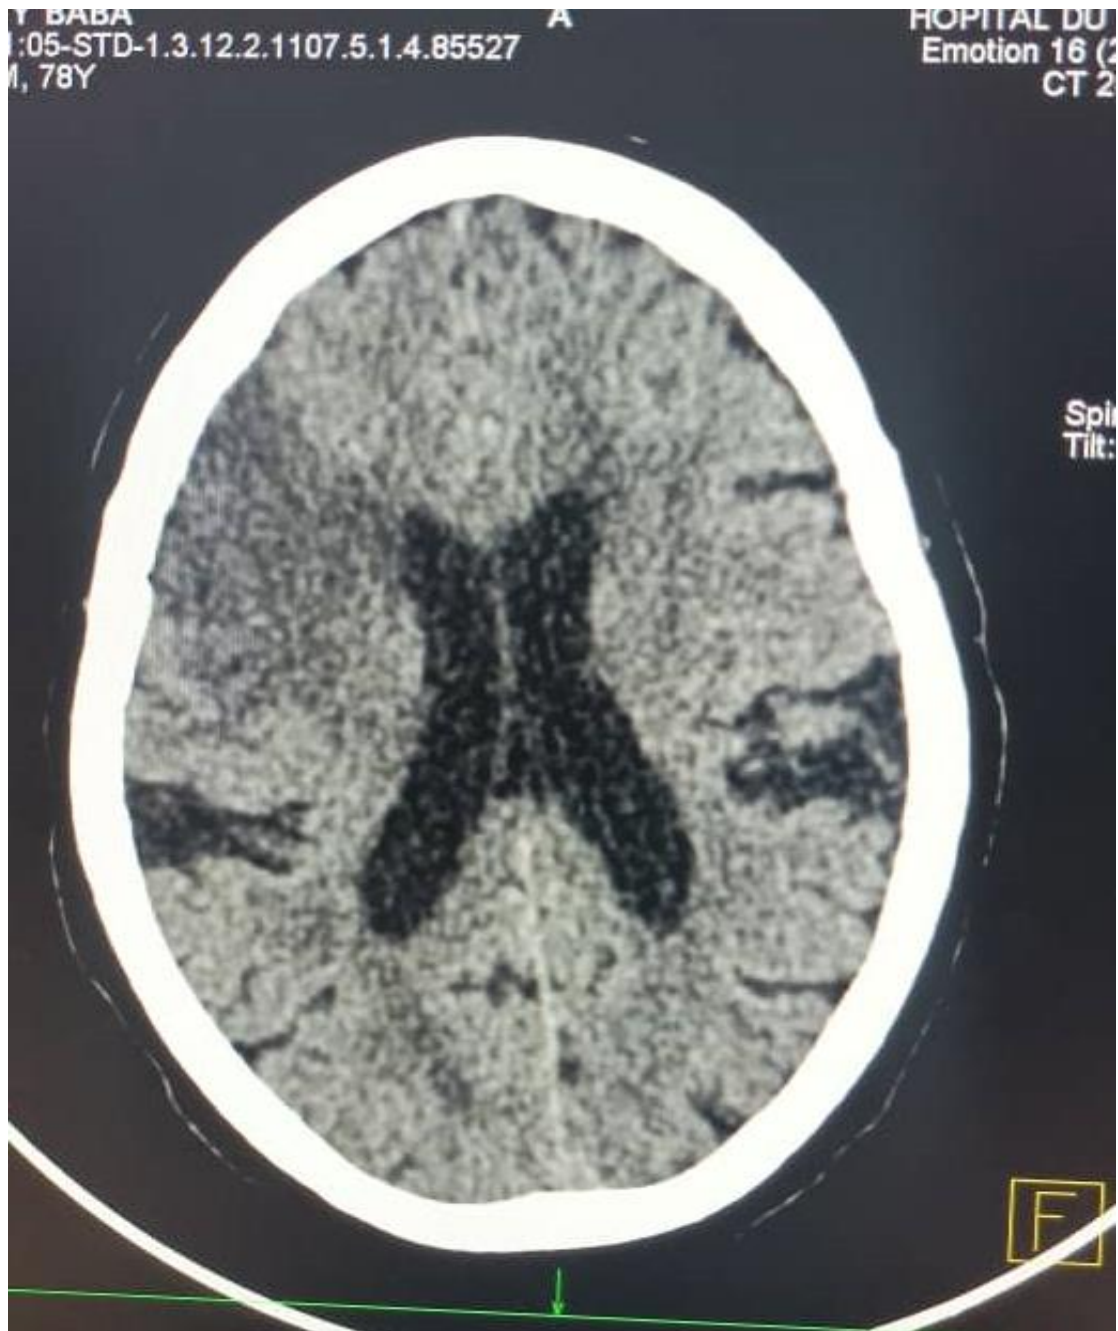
TDM cérébrale de monsieur X, 78ans : Coupe axiale sans IV du PDC :
